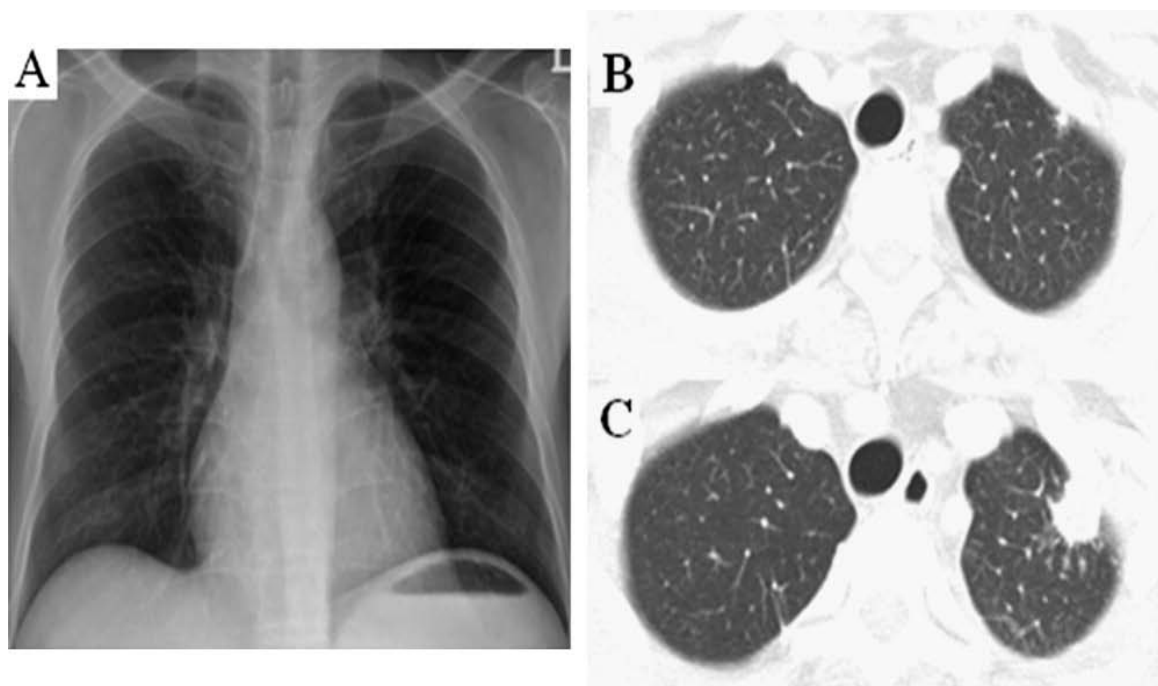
Radiographie thoracique représentative et images de TDM thoracique. (A) Une radiographie thoracique pré-transplantation semblait normale, mais (B) une tomographie thoracique pré-transplantation a révélé une lésion évocatrice de tuberculose (un nodule non calcifié). (C) Une tuberculose active s'est développée 6 mois après la TL au même endroit.(168)
